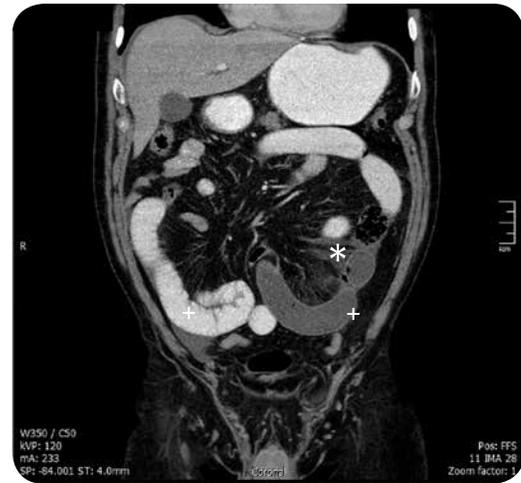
TAC abdominal con medio de contraste, corte coronal. Distensión líquida de asas intestinales delgadas (+), con aumento de la densidad de la grasa del omento adyacente (\*).
